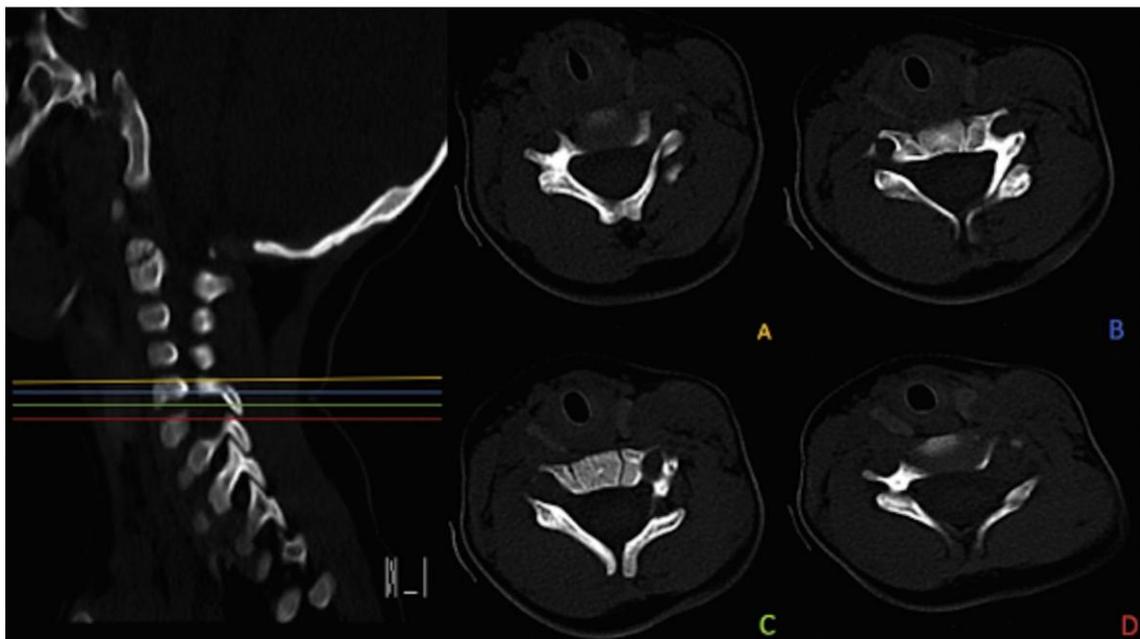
Sequential axial views from a sagittal CT scan through the cervical spine demonstrating the absent left pedicle, false appearance of enlarged ipsilateral neural foramen due to absent pedicle and dysplastic ipsilateral transverse process (Fowler's Triad). The colored vertical lines in the sagittal view correspond to the corresponding color in the axial view.
